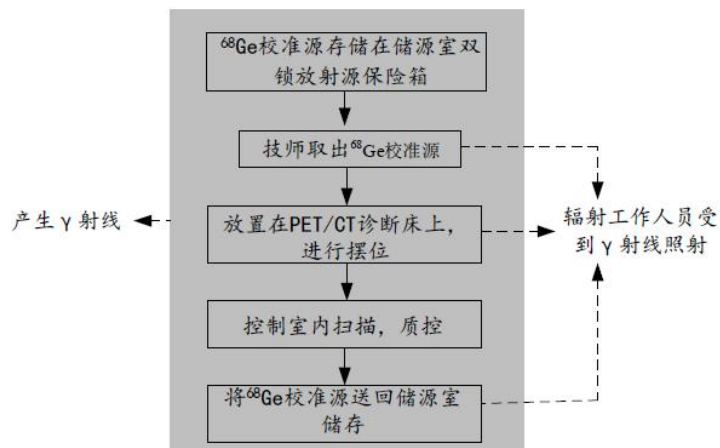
PET/CT 质控工作流程及产污环节
